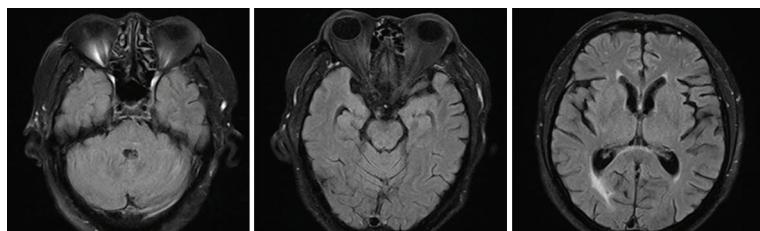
头部MRI- T_2 flair(2018-05-29,激素治疗后2 w):四脑室旁、脑桥、中脑稍长 T_2 信号消失,胼胝体压部长 T_2 信号减少
